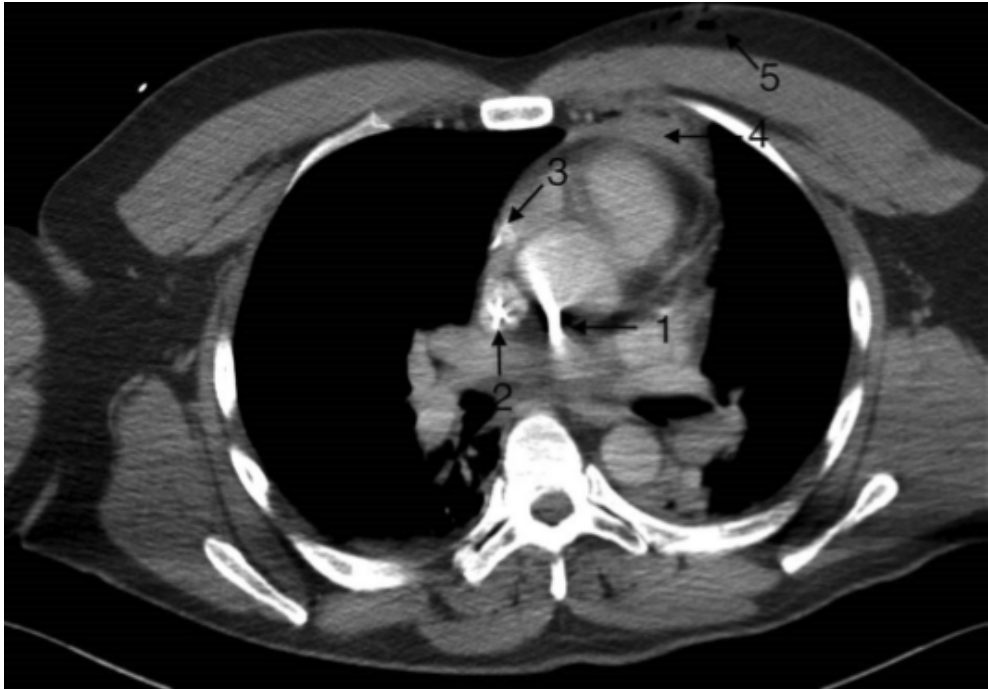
TC torácico: 1. proyectil, 2. catéter venoso central, 3. drenaje pericárdico, 4. derrame pericárdico, 5. herida torácica.
